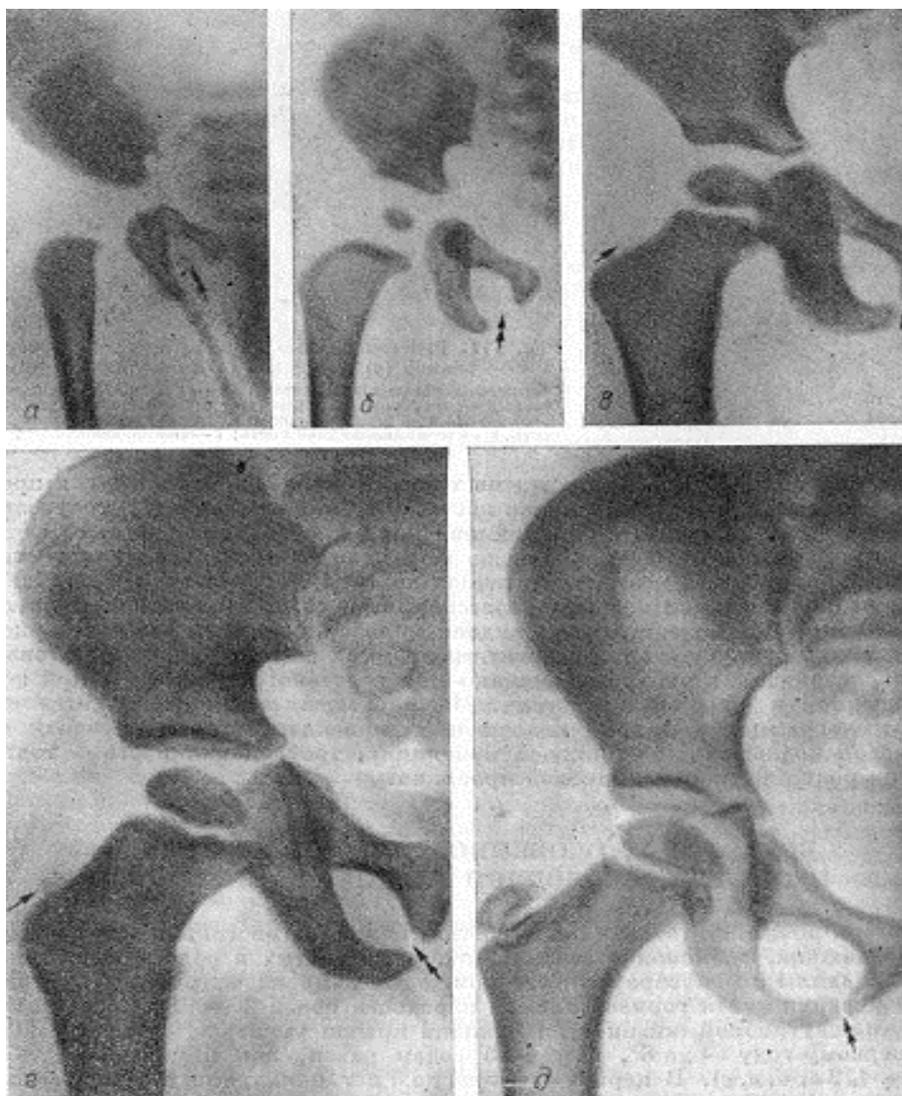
Рентгенограммы неизмененных костей таза у детей различного возраста. Одиночными стрелками указаны появляющиеся точки окостенения, двойными — седалищно-лобковый синхондроз, а — 3 месяца, б — 6 месяцев, в - 3 года, г- 4 года, д- 6 лет
